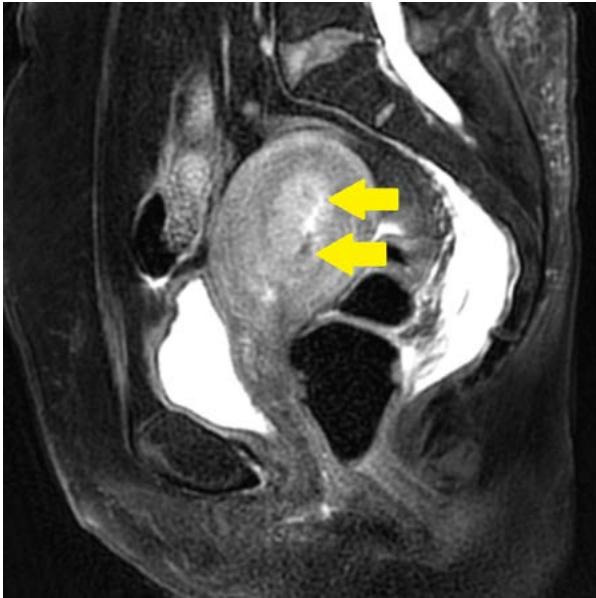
MRI 検査：T2 強調画像。矢印は子宮体癌が疑われた腫瘍、浸潤は筋層 1/2 を越えない。
